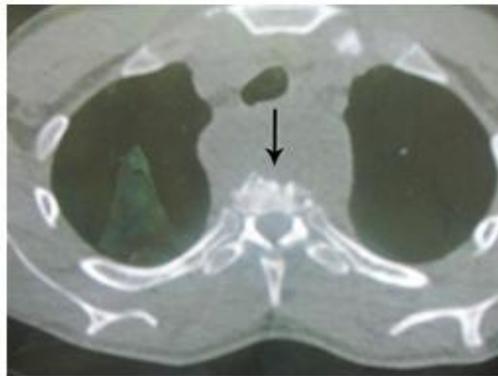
TAC mediastino (corte axial).
